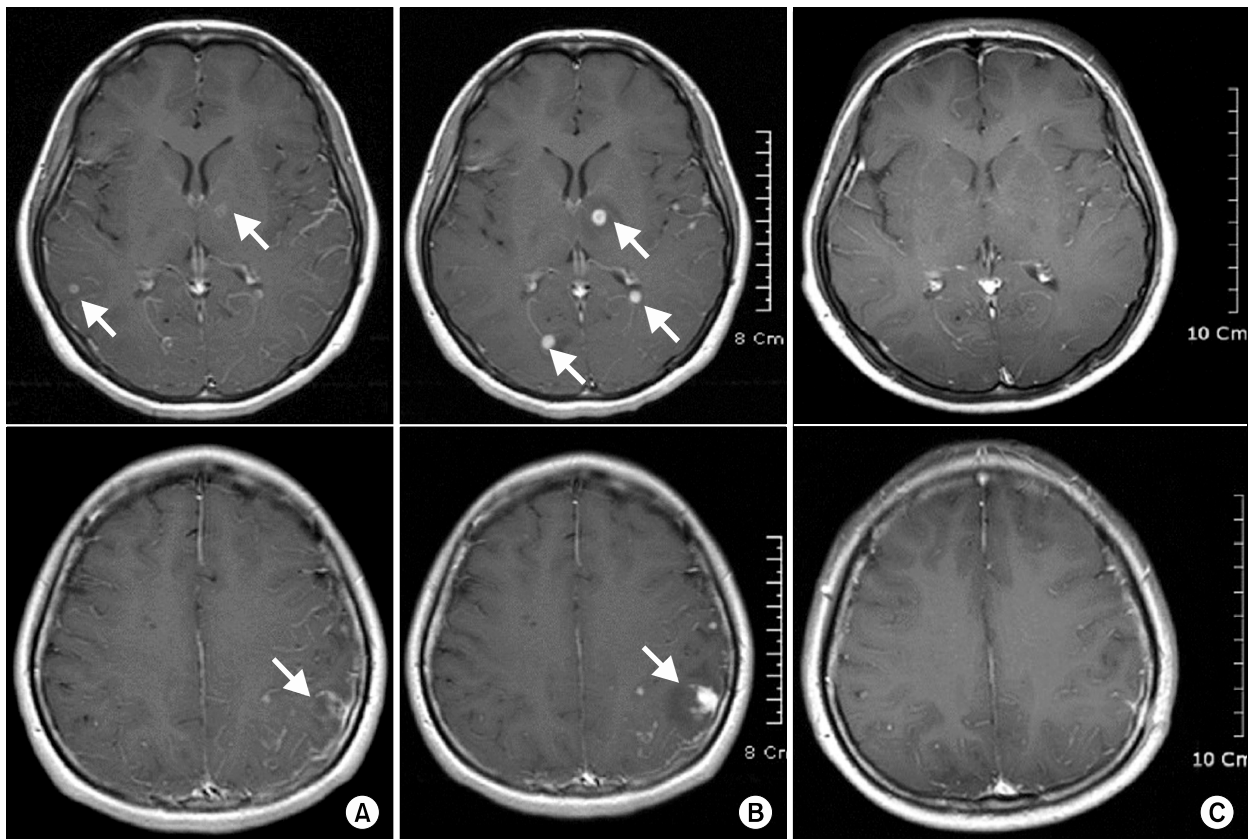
(A) T1-weighted axial view of brain MRI following gadolinium enhancement on admission day before antituberculous chemotherapy. Multiple small ring enhancing nodules in both cerebrum and brain-stem were found (arrows). (B) Brain MRI taken one month after antituberculous chemotherapy showed increased size and number of multiple nodules in both cerebrum and brain-stem, especially in left parietotemporal lobes and left thalamus with peritumoral edema (arrows). (C) Previously detected multiple nodules in both cerebrum and brain-stem had near completely resolved two months after antituberculous chemotherapy.
